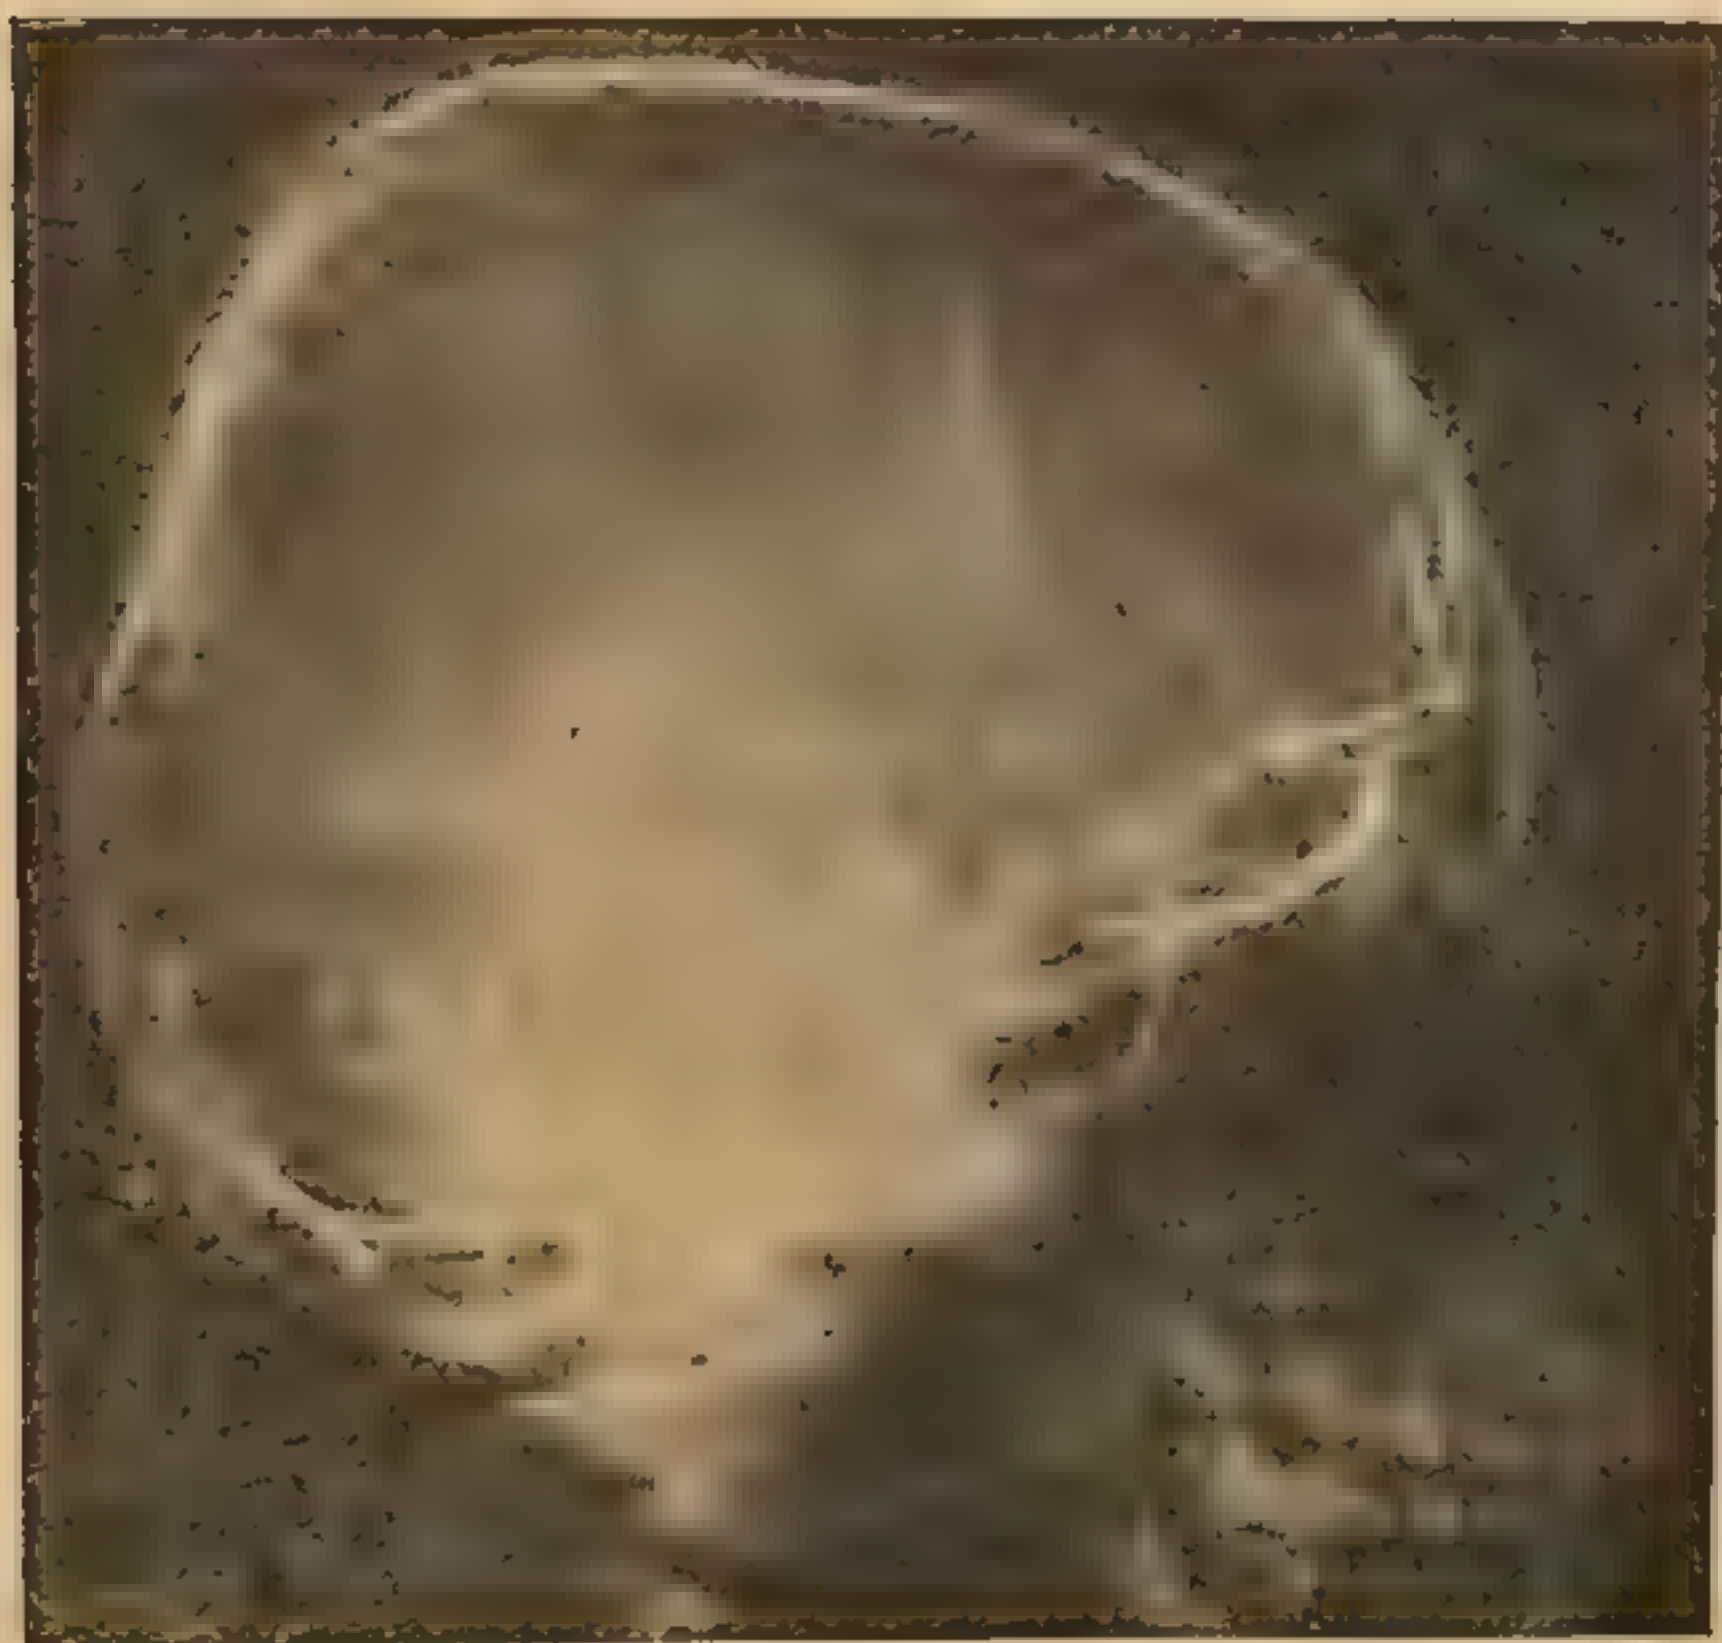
Витя В, 14 лет. Рентгенограммы черепа (фасный и левый профильный снимки). Череп шарообразной формы. Рисунок внутренней костной пластинки сглажен. Кости свода истончены. Основание черепа уплощено. По ходу коронарного и ламбдовидного швов—обызвествление. Сосудистые тени вен диплоэ и венозных синусов усилены. Тени пахионовых грануляций усилены]
